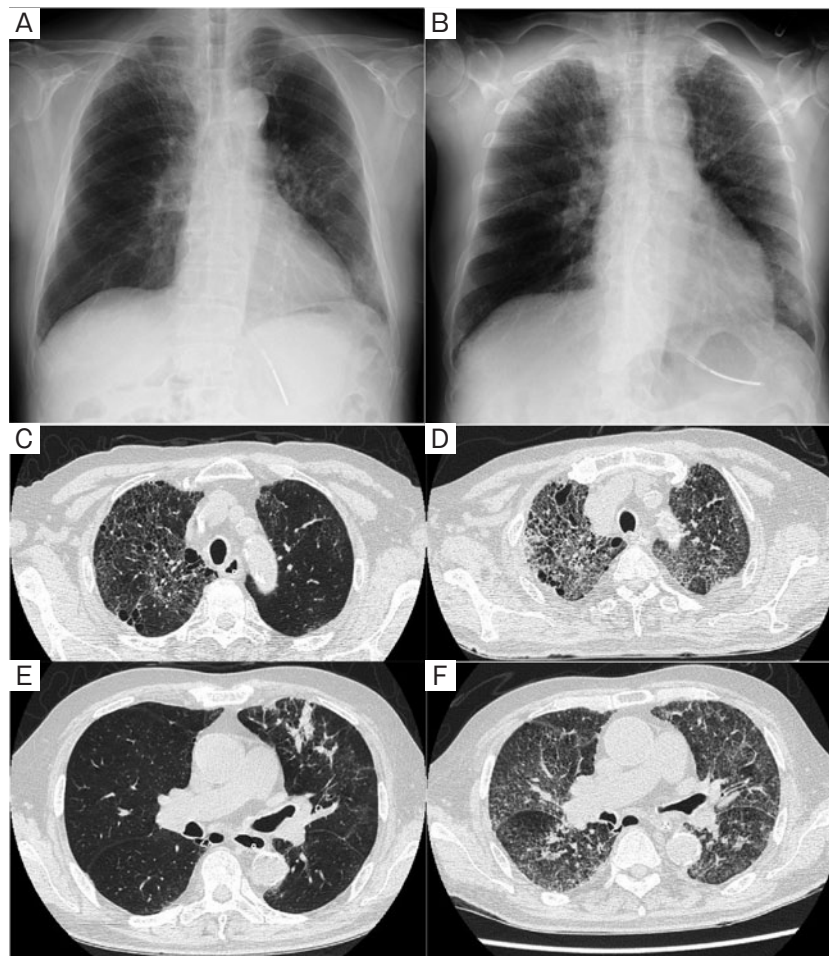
胸部画像所見 (症例2). (A) 当科初診時 (放射線治療開始45日後), (B) 当科初診4日後 (放射線治療開始48日後) の胸部X線写真. (C, E) 当科初診時, (D, F) 初診4日後の胸部CT. 当科初診時は, 右上葉にすりガラス様陰影と, 左上葉に浸潤影を認めたが, 4日後には全肺にすりガラス様陰影の拡大を認めた.
